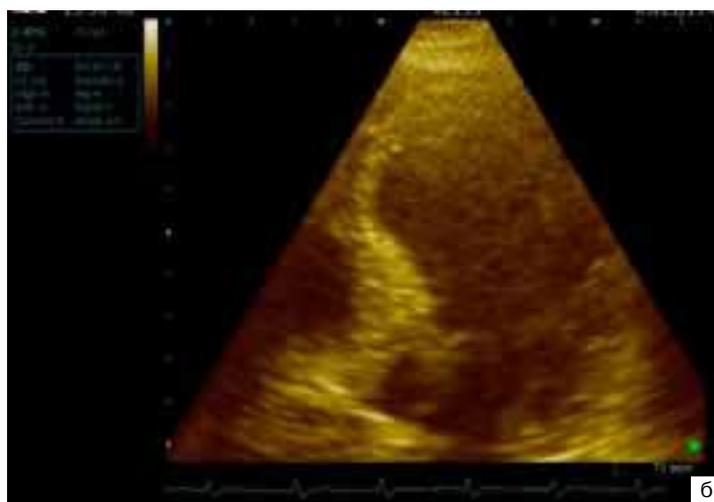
МСКТ-вентрикулографія та ЕхоКГ хворого з клінікою стенокардії, що прогресує: а — МСКТ-зображення; б — ЕхоКГ-зображення лівих відділів серця з ознаками постішемичної дилатаційної кардіоміопатії та систолічної й діастолічної дисфункції ЛШ
